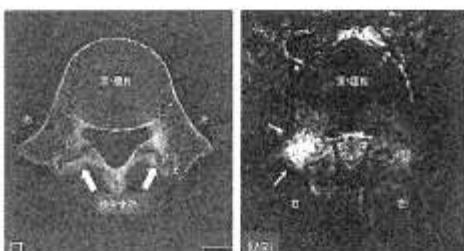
高校2年生。バスケット部。両側第5腰椎分離症。骨が腫れている右側が特に痛い(MRI中の矢印)。
